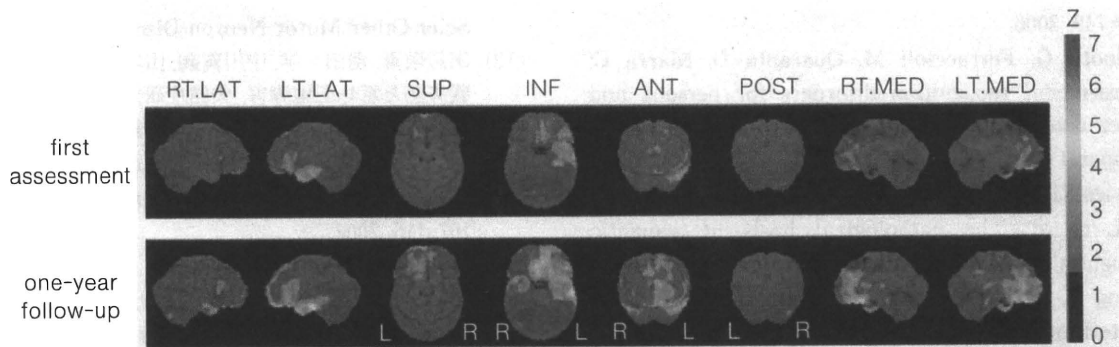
Regions of reduced regional cerebral blood flow (rCBF) detected using three dimensional-stereotactic surface projections (3D-SSP) analysis of *N*-isopropyl-*p*-[¹²³I] iodoamphetamine-single photon emission computed tomography IMP-SPECT images
